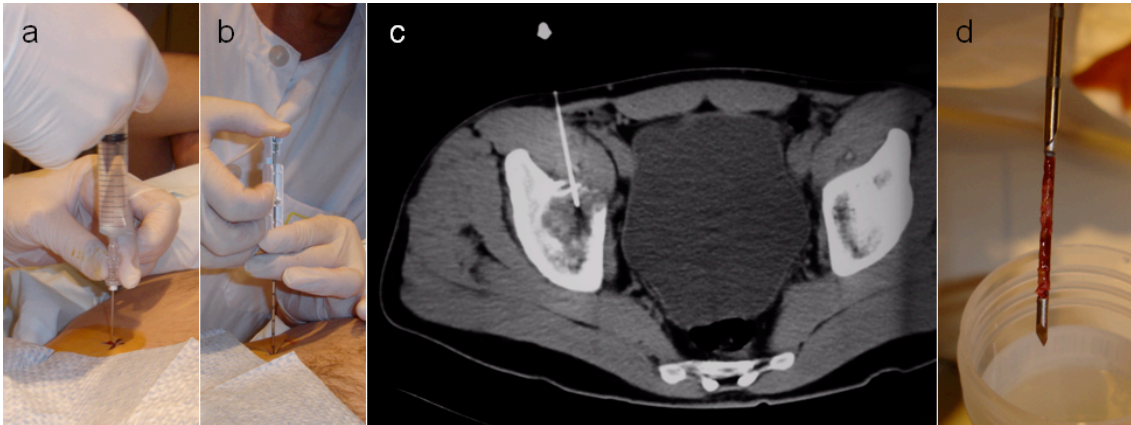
Ejemplo de biopsia cerrada con trucut bajo control con TC en un angioma epiloide de la pelvis (anestesia local –a-; aguja de biopsia –b-; control TC de la correcta situación de la aguja –c-; y cilindro obtenido –d-).
